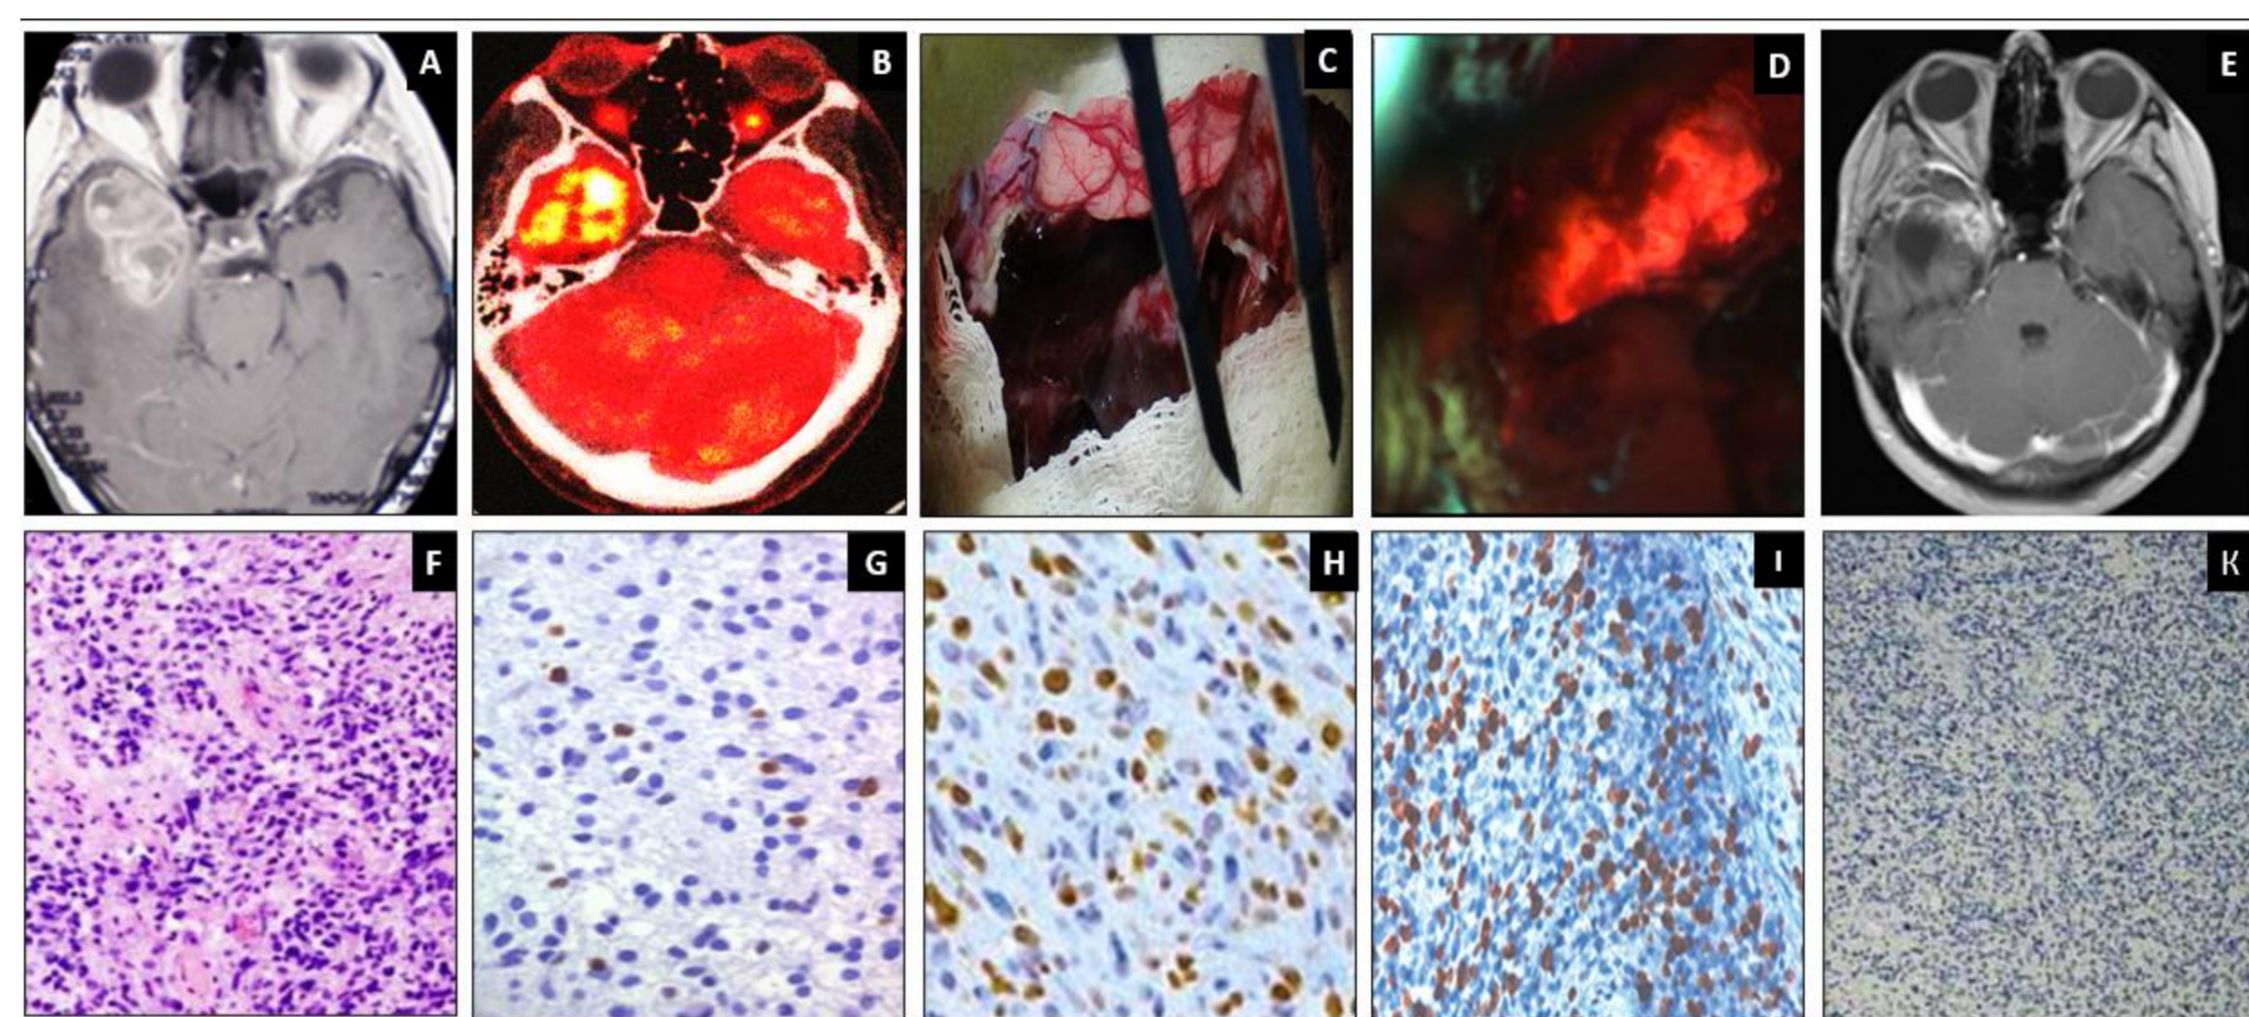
Клинический пример 3. Анапластическая астроцитома правой височной доли. А – МРТ головного мозга с контрастом (T2-режим), Б – ПЭТ с метионином (индекс накопления РФП – 1,5), В – интраоперационная картина без флуоресцентного режима, Г – интраоперационная картина полученная с микроскопа во флуоресцентном режиме с хлорином е6, Д – послеоперационное МРТ, Е – гематоксилин-эозин (увеличение 200), Ж – Ki-67 (индекс пролиферативной активности - 15) (увеличение 400), З – P53 (++) (увеличение 400), И – MGMT (увеличение 400), К – VEGF (увеличение 200) (+++).
